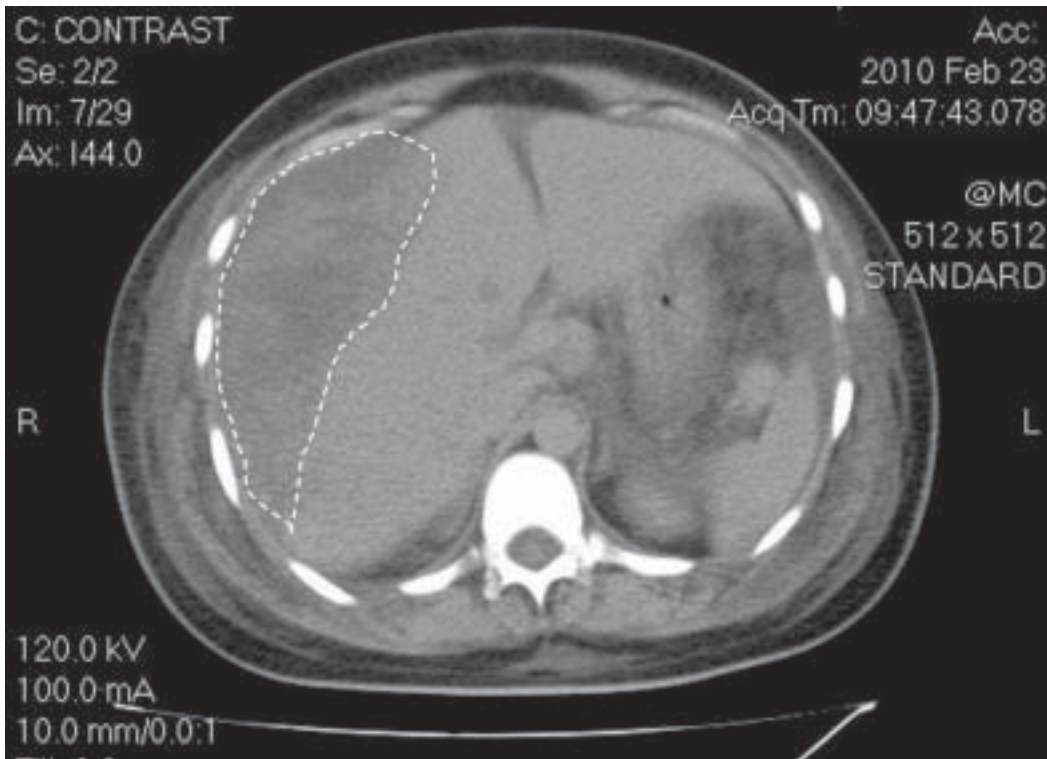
Tomografía Abdominal. Se evidencia Hematoma Subcapsular Hepático.
